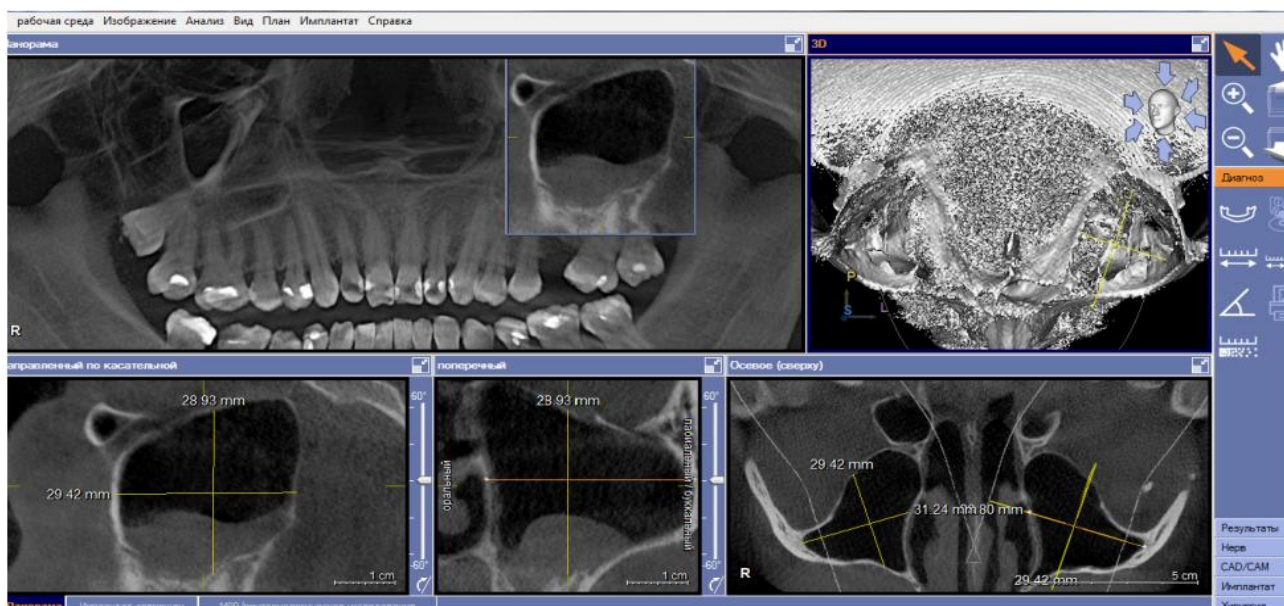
Измерение объема верхнечелюстной пазухи по данным конусно-лучевой компьютерной томографии
